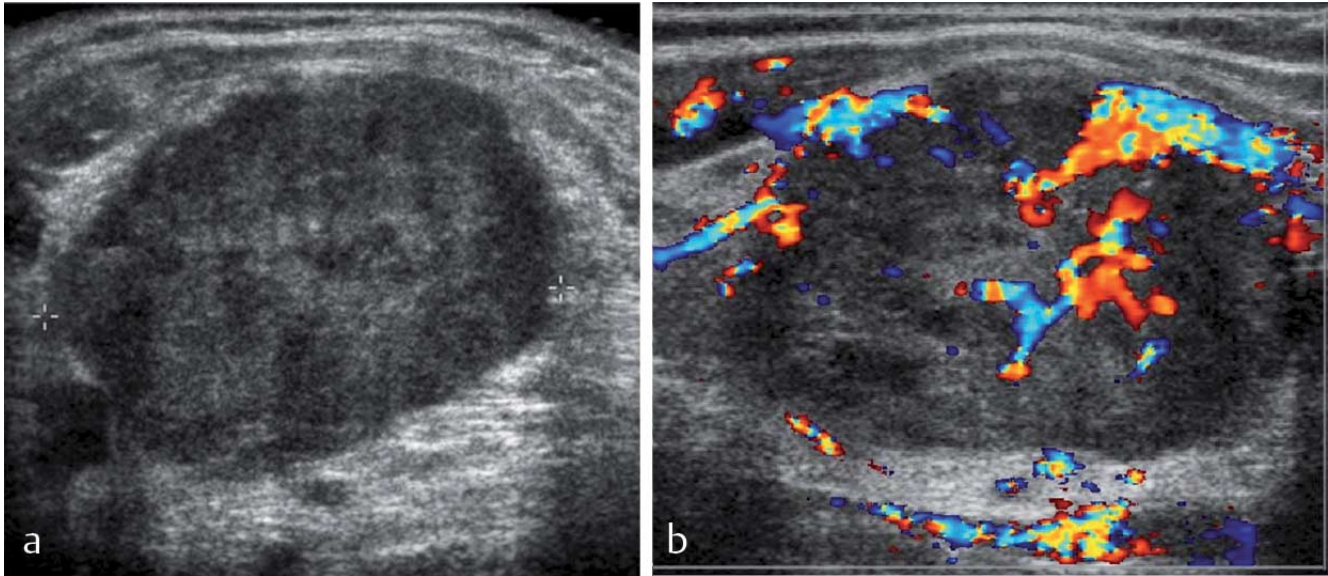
Große Lymphknotenmetastase links supraclavikulär bei metastasierendem Zervixkarzinom des Uterus (Virchow Lymphknoten) a im B-Bild und b Farbdoppler-Bild. Ausgeprägt inhomogene Binnenstruktur mit kompletter Aufhebung der normalen Sonoarchitektur des Lymphknotens. Irreguläre Blutgefäßanordnung mit Zerstörung des normalen Gefäßbaums. Zunahme der peripheren Durchblutung zum Teil über „feeding-vessels“ von außen.
